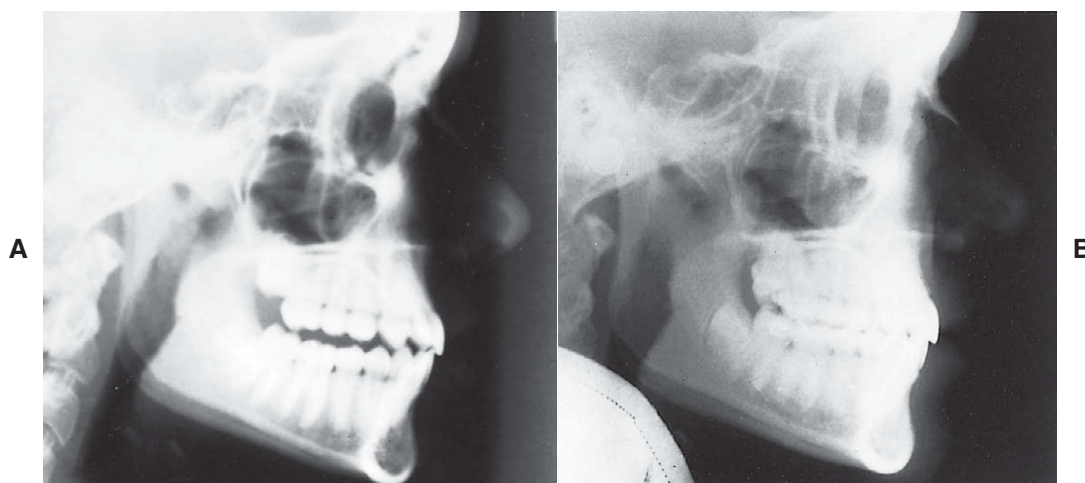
Telerradiografia do paciente mostrado na Figura 18-26. A, Antes e (B) depois do tratamento ortodôntico para extrair os dentes posteriores de volta à oclusão.
